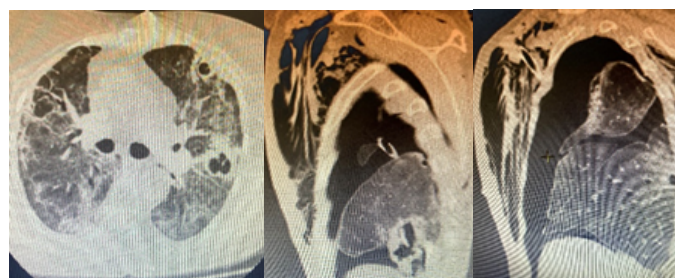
(а, б, в) КТ грудной клетки - множественные двусторонние «ковидные кавитации» у пациентки 65 лет
